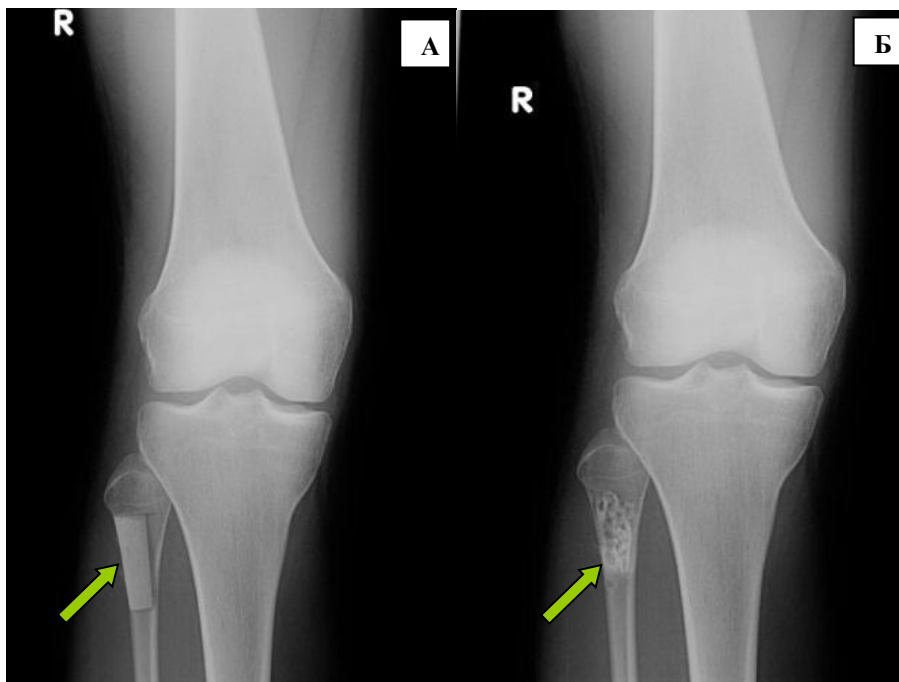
Рентгенограмма левого коленного сустава Больной Т. контрольной группы после операции: А) через 4 дня Б) через 12 месяцев.
